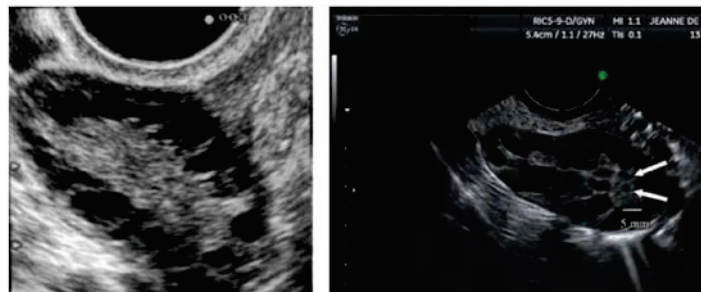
Images de PCOM obtenues à partir d'échographe ancien (2001, gauche) et récent (2009, droite).
